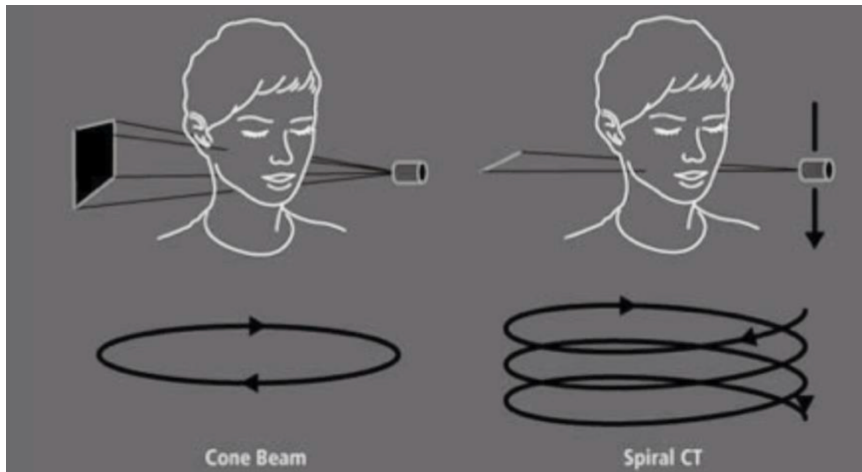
CT Scan vs CBCT
